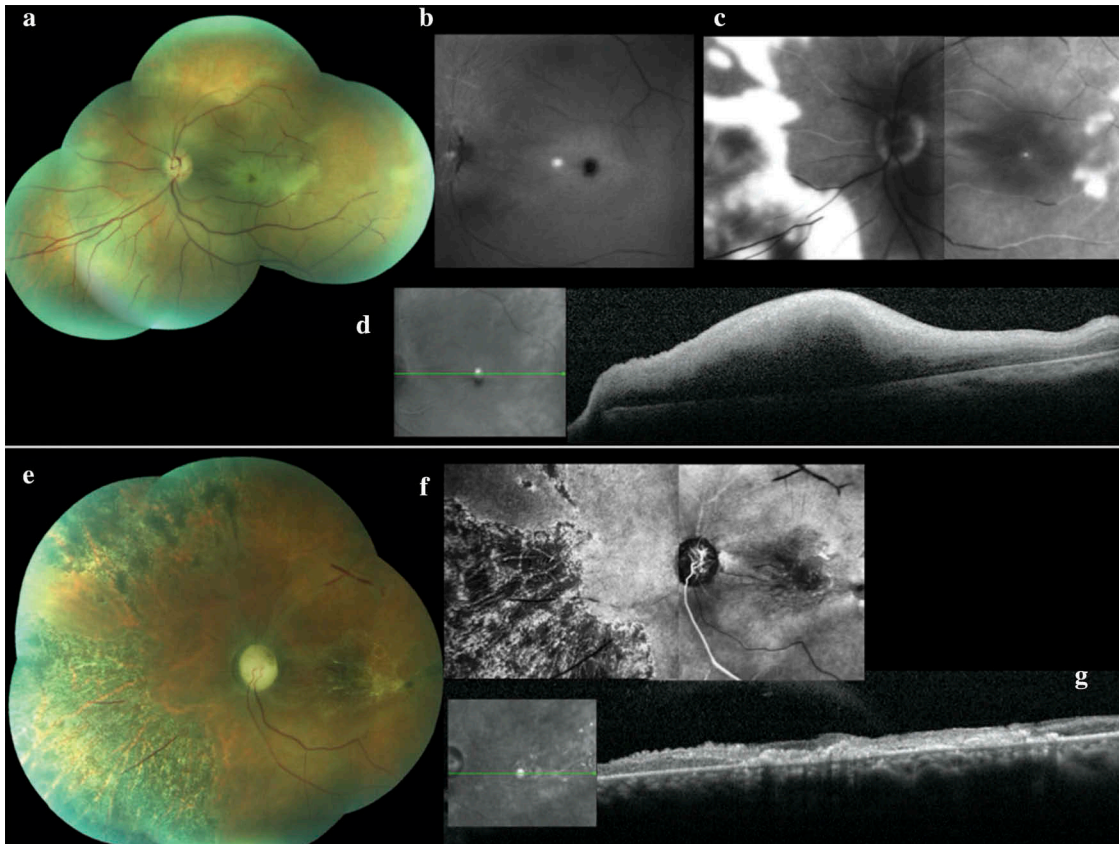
Caso 1: Olho esquerdo (a) Fotografia colorida do fundo do olho na apresentação mostrando estreitamento segmentar das artérias da retina com um êmbolo dentro da artéria central da retina, uma mancha vermelho-cereja na mácula e veias retinianas atenuadas. (b) Angiograma de fluoresceína na apresentação demonstrando bloqueio da circulação retiniana. (c) Angiograma de fluoresceína após três dias mostrando enchimento limitado e lento das artérias da retina e hiperfluorescência tardia nas áreas retiniana e perifoveal. (d) Imagem de tomografia de coerência óptica do olho esquerdo após três dias mostrando aumento da espessura macular da retina. Após um mês: (e) Fotografia colorida do fundo do olho mostrando um disco óptico pálido com pigmento na região temporal superior, vasos retinianos fantasmas, pigmentação da retina periférica e fibrose macular. (f) Angiograma de fluoresceína demonstrando afinamento dos vasos retinianos e uma área hipofluorescente misturada com áreas leves de hiperfluorescência na região intermediária da retina e macular. (g) Imagem de tomografia de coerência óptica demonstrando atrofia de todas as camadas da retina e fibrose da área macular.
